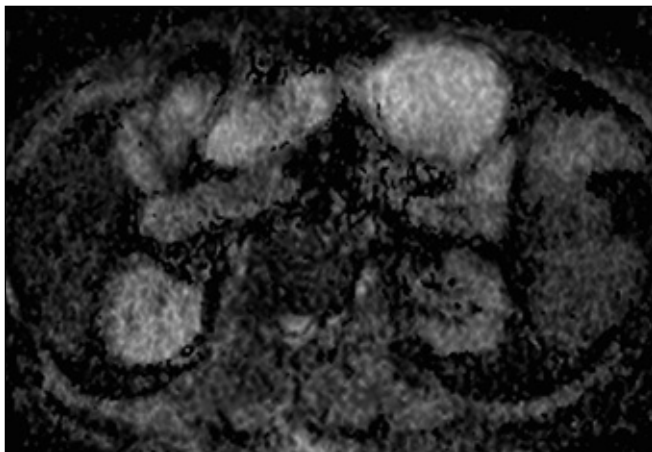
Mappa ADC calcolata da immagini assiali ottenute con acquisizione DWI. Paziente di 86 anni con stenosi severa dell'arteria renale sinistra. Il rene sinistro dimostra valori di ADC inferiori al rene di destra.
